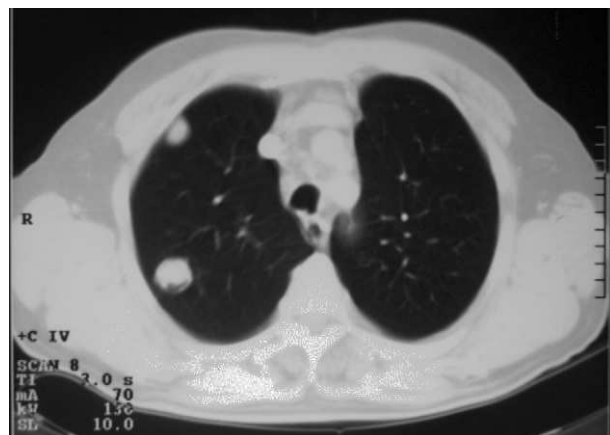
TC torácica con contraste intravenoso en ventana pulmonar.
